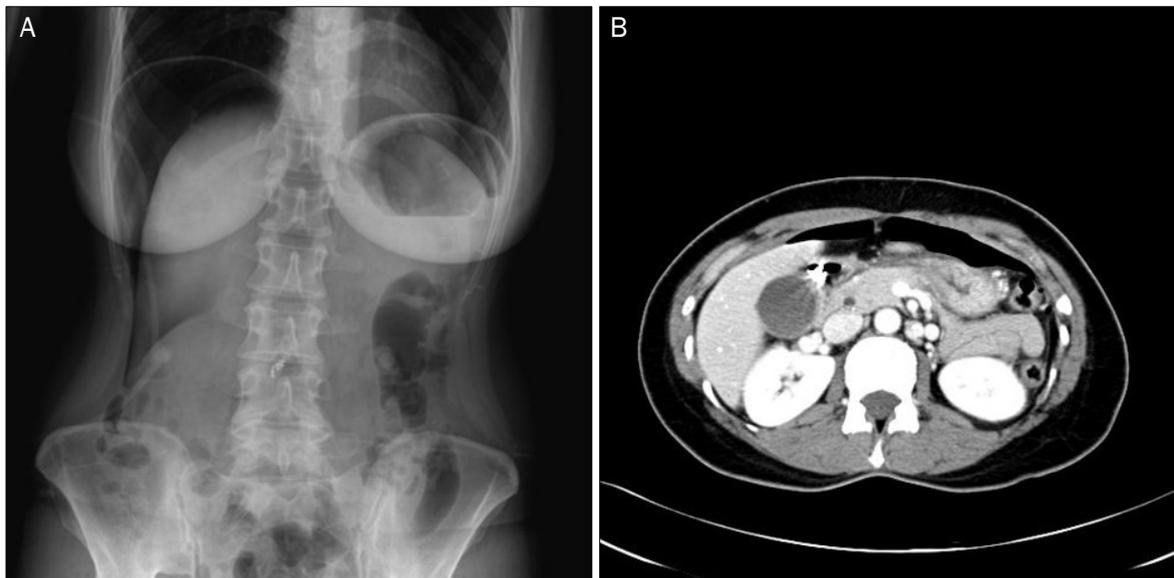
(A) Abdominal X-ray after endoscopic resection showing bilateral sub-diaphragmatic free air. (B) Abdominal computed tomography scan showing the presence of pneumoperitoneum and clips in the duodenal bulb.
